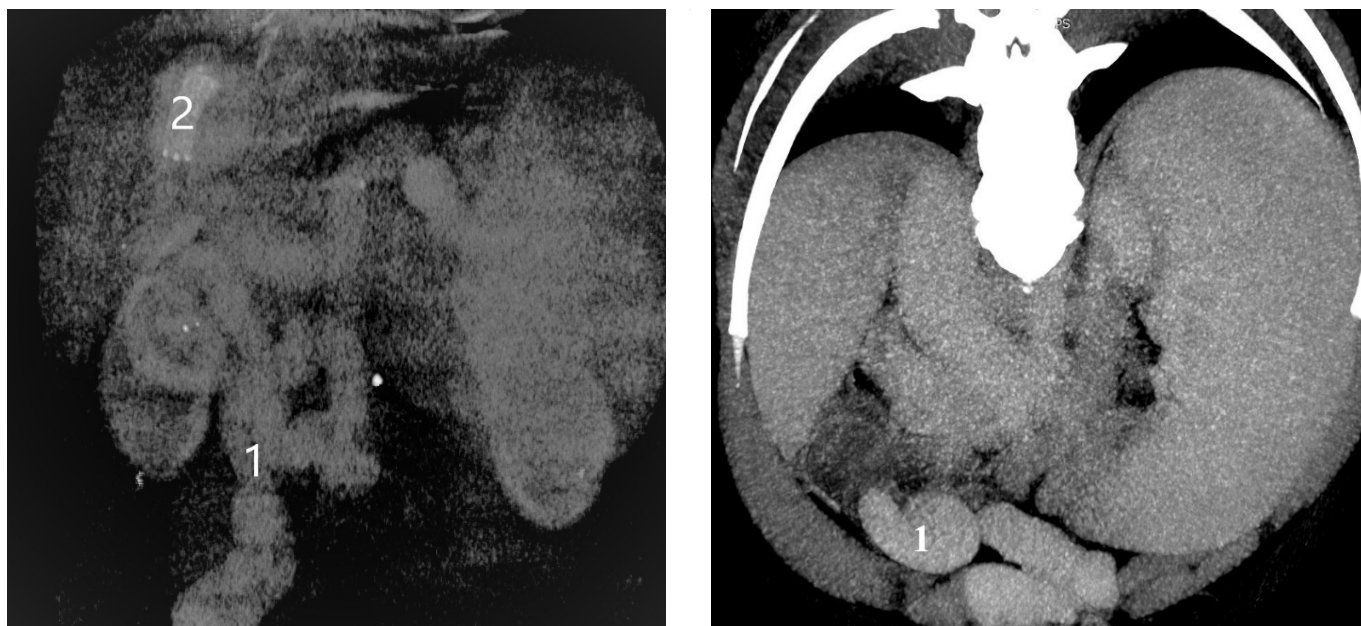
СКТ органов брюшной полости и забрюшинного пространства с внутренним болюсным контрастированием: 1) Естественный портосистемный шунт. 2) Стент между правой печеночной веной и правой браншей воротной вены
